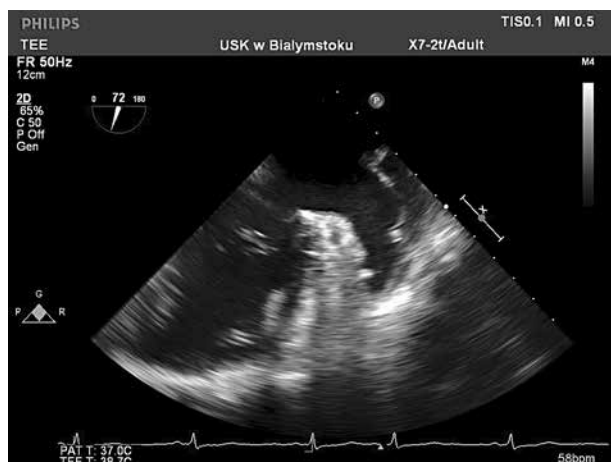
Skrzeplina w uszku lewego przedsionka (strzałka) uwidoczniła się w przezprzelykowym badaniu echokardiograficznym w projekcji środkowej
